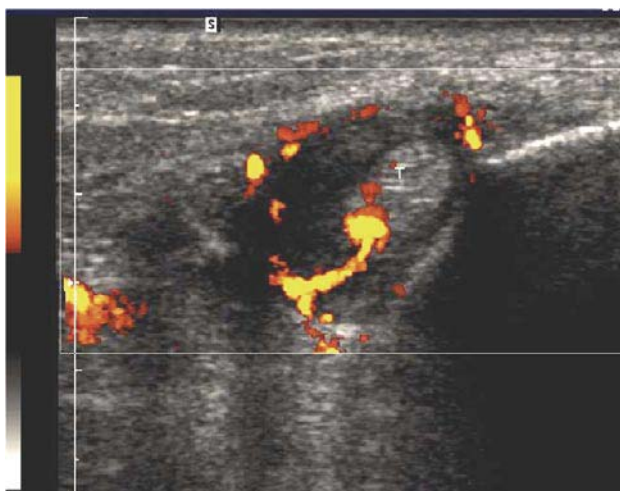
Tendinosis y peritendinosis del tibial posterior: Visualización de la arteria en mesotendón con Power-Doppler-Color (corte transversal)
